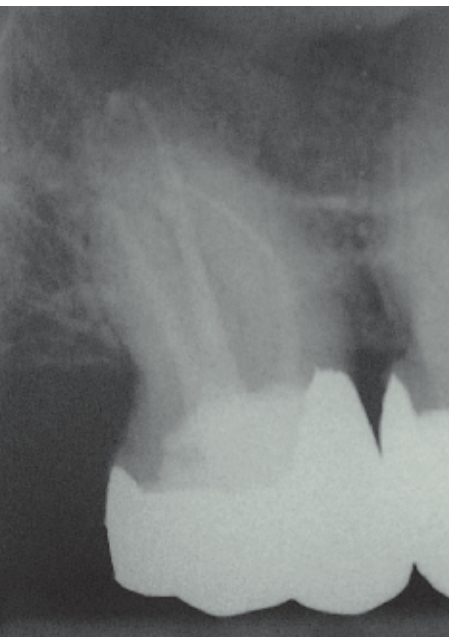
Verlaufskontrolle 10 Jahre nach WF mit röntgenologisch vollständig knochendichter Ausheilung
